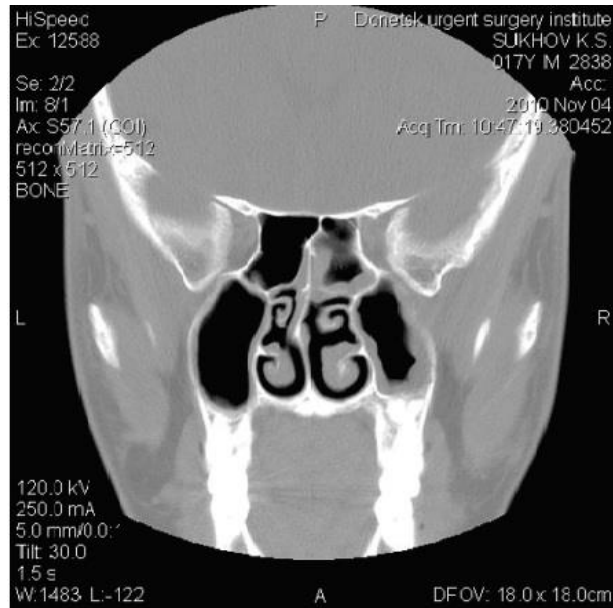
Компьютерная томограмма больного С. 17 лет до оперативного лечения
